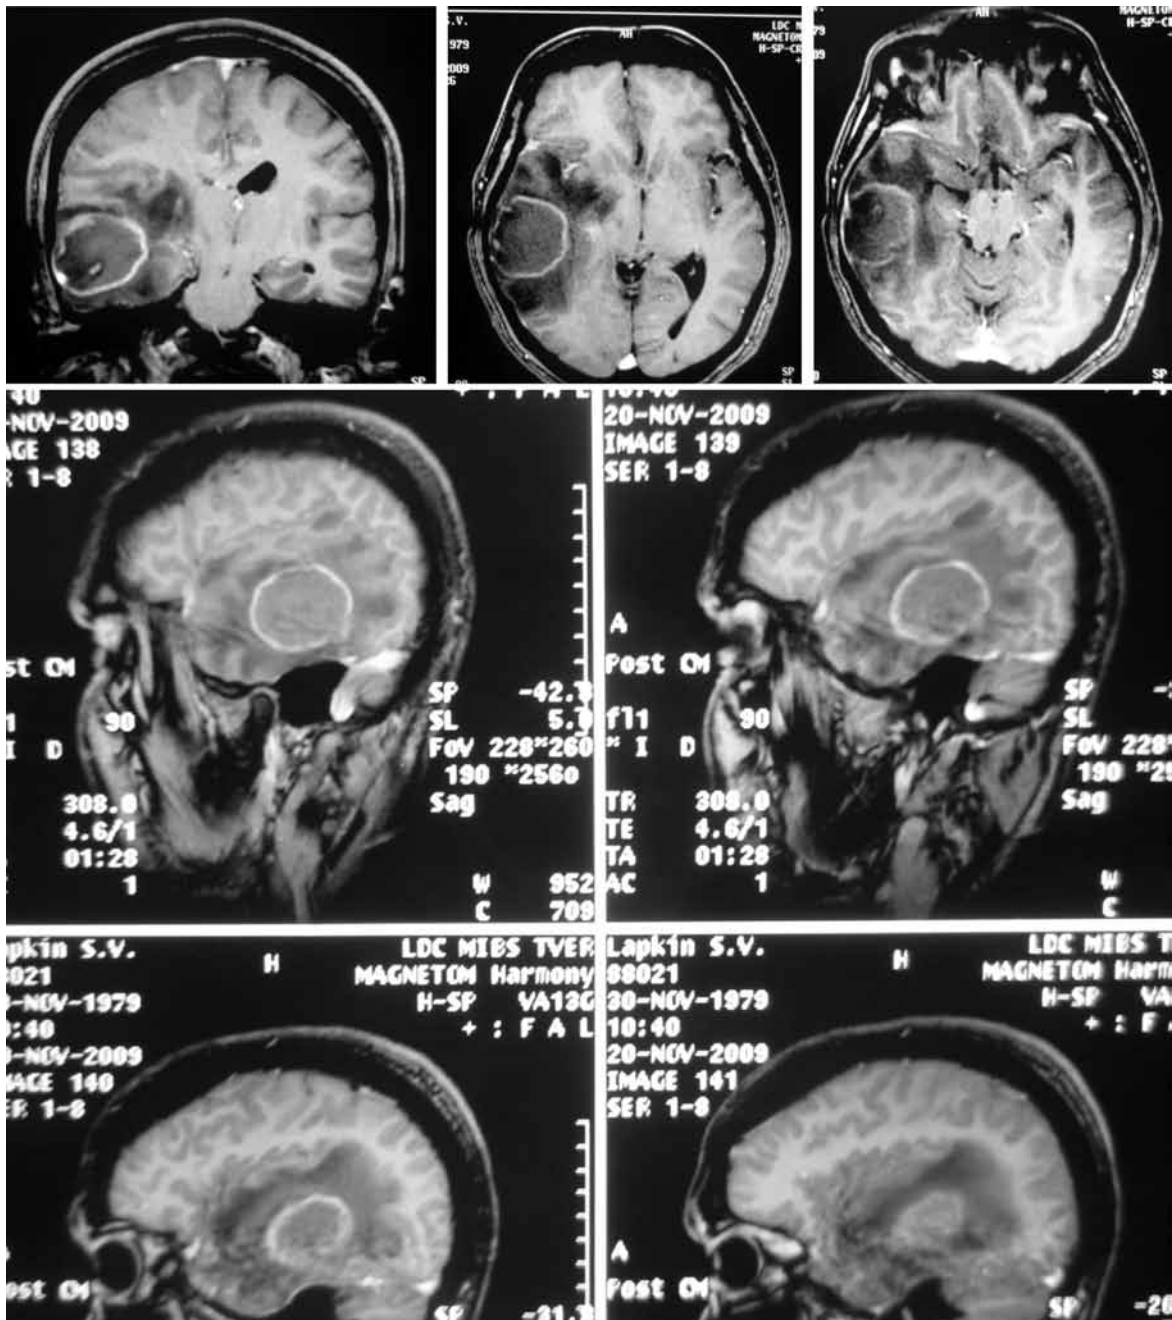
МРТ головного мозга. Объемное образование в правой височной доле. Выраженный перифокальный отек. Смещение срединных структур справа налево на 8 мм.
